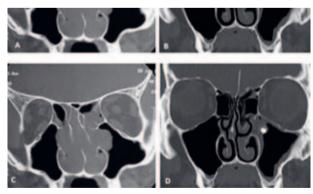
A et B: TDM, coupes coronales « petit champ » de 2 patients différents, « coupant » le sinus maxillaire C et D: TDM, coupes coronales montrant à gauche (C), une polypose nasale et à droite (D), un aspergillome en regard de la zone de drainage du sinus maxillaire. Ainsi, la bonne aération du bas-fond des sinus maxillaires ne présage pas de l'absence de pathologie sinusienne.
